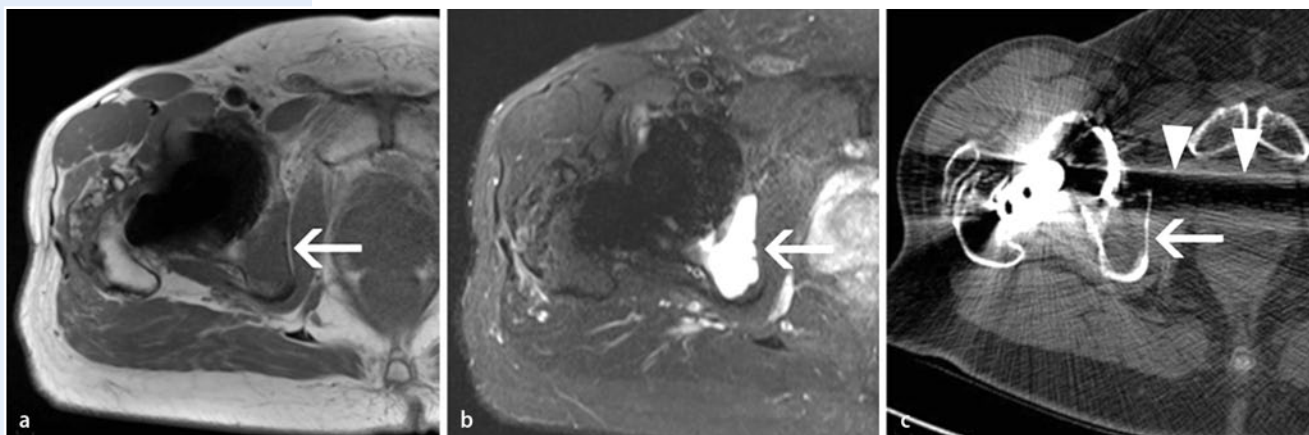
▲ Magnetresonanztomographie und Computertomographie (CT) des rechten Hüftgelenks in transversaler Ebene: Große Osteolyse (weißer Pfeil) im Acetabulum rechts bei Hüftprothese, in T1-Sequenz (a) hypointens, in STIR-Sequenz (b) deutlich hyperintens, in der CT (c) keine Trabekel sichtbar, aber aufgrund der Aufhärtungsartefakte (Pfeilspitzen) schwierig zu sehen
